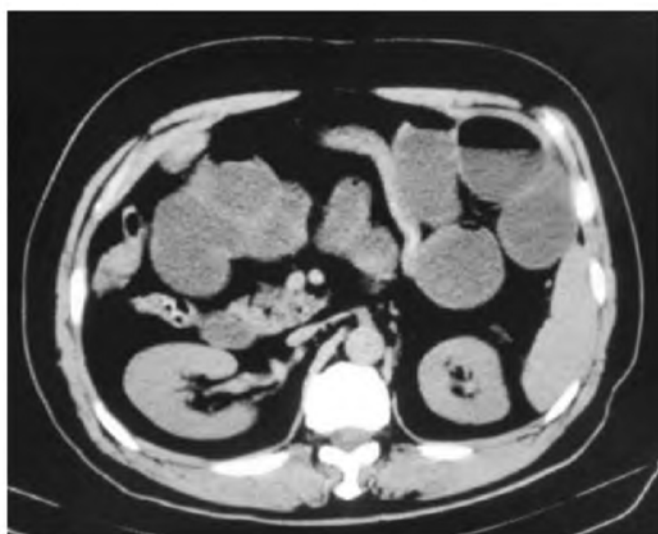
Компьютерная томография брюшной полости: расширенные петли тонкой кишки с несколькими жидкостными уровнями и коллапс дистальных отделов тонкой кишки, что соответствует непроходимости тонкой кишки.
